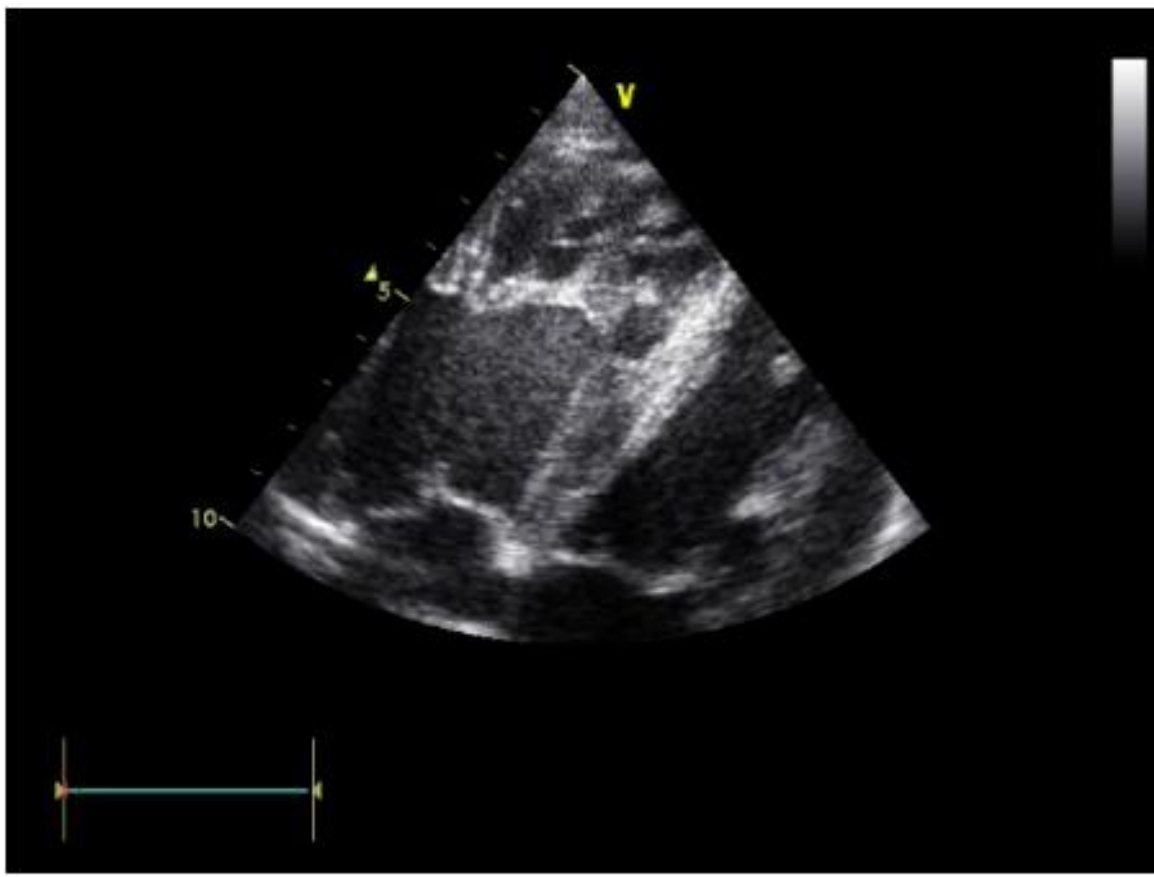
Image échocardiographique d'une coupe en quatre cavités montrant un VD dilaté et hypertrophié chez une patiente ayant un canal artériel persistant compliqué d'un syndrome d'Eisenmenger.
